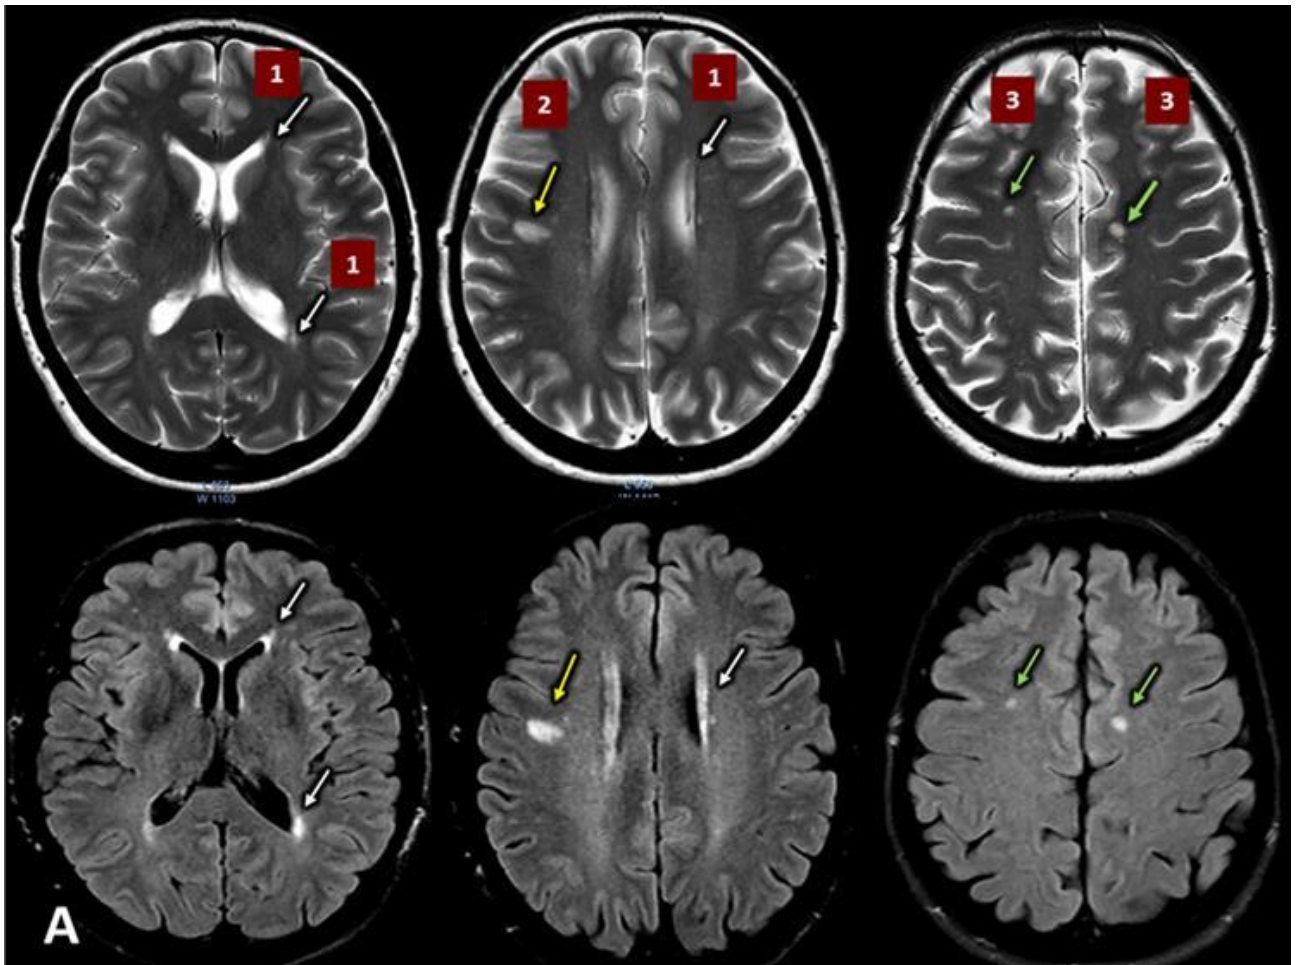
А — МРТ: T2WI, FLAIR Sense : пацієнтки П.,50 р. (тривалість захворювання на АГ – 3 р.).
